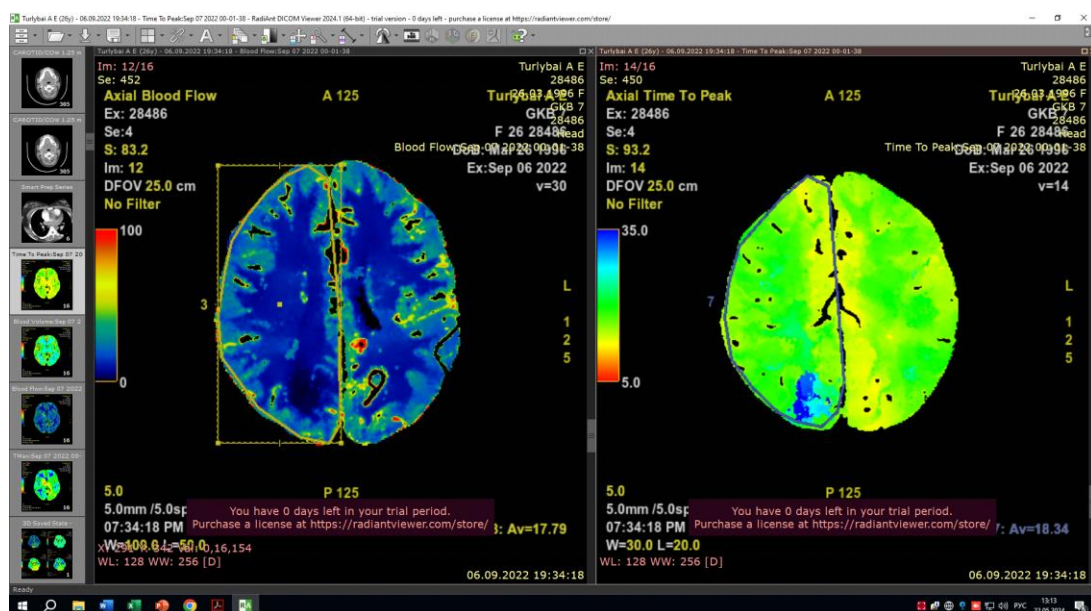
КТ перфузия головного мозга пациентки Т.
